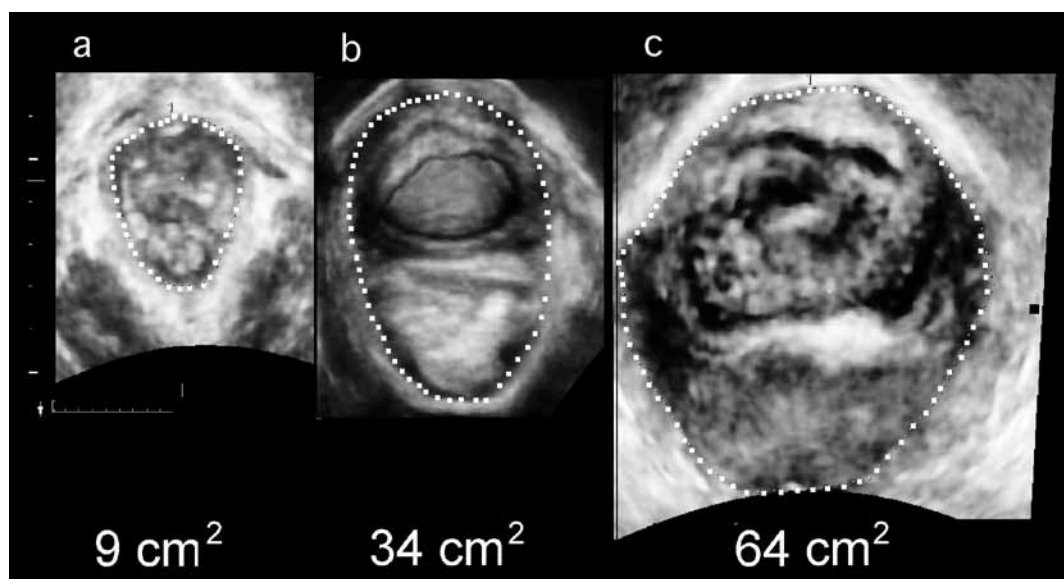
Ultrasonido 3D transperineal en el plano axial que muestran el área del hiato del elevador durante la maniobra de Valsalva, representada por la línea punteada. Las imágenes de izquierda a derecha muestran un hiato normal con área de 9 cm² (a), balonamiento moderado de 34,4 cm² (b) y severo de 64 cm² (c) en pacientes con prolapso sintomático.
